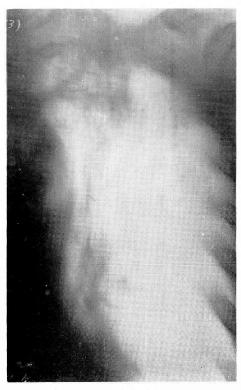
By a tomographic examination, a large cavity clearly appeared in the left lobe.
